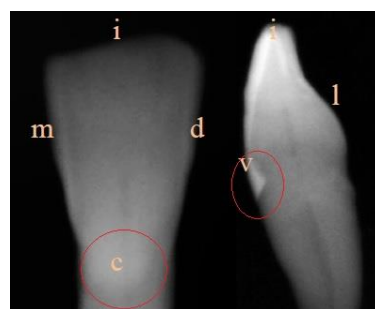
Röntgenbild eines Zahns
